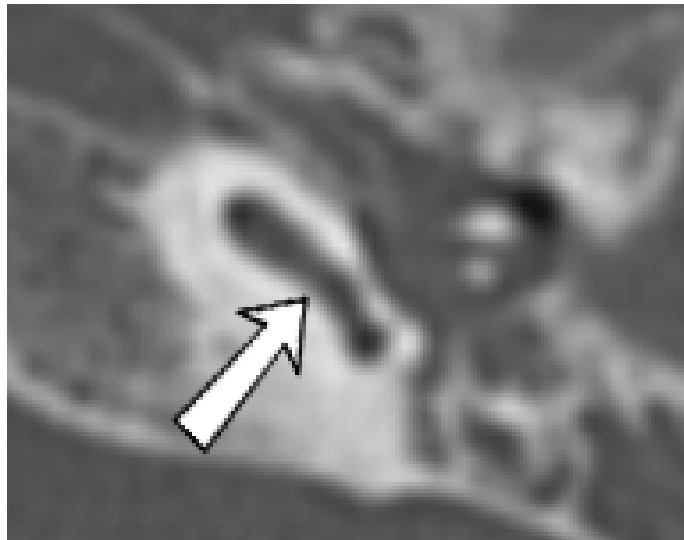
Срез компьютерной томографии правой височной кости пациента с аномалией развития внутреннего уха по типу гипоплазии улитки 4 типа (указано стрелкой), левое ухо, аксиальная проекция
